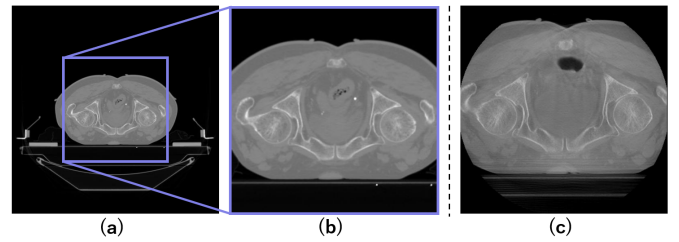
スケーリング処理, (a) CT スライス画像, (b) 撮像視野を揃えた CT 画像, (c) CBCT スライス画像
